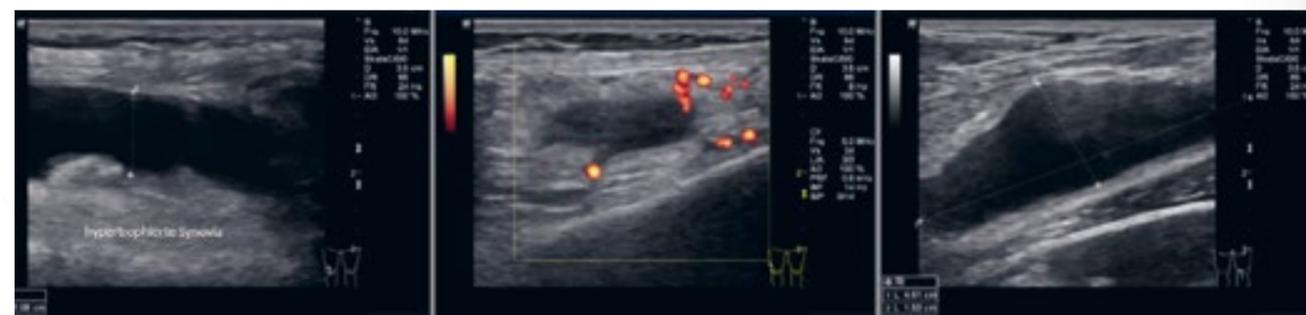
Kniegelenksonographie rechts: deutlicher Gelenkerguss mit synovialer Hypertrophie (links), Hypervaskularisation Grad 3 (Mitte) und Baker-Zyste (rechts)
